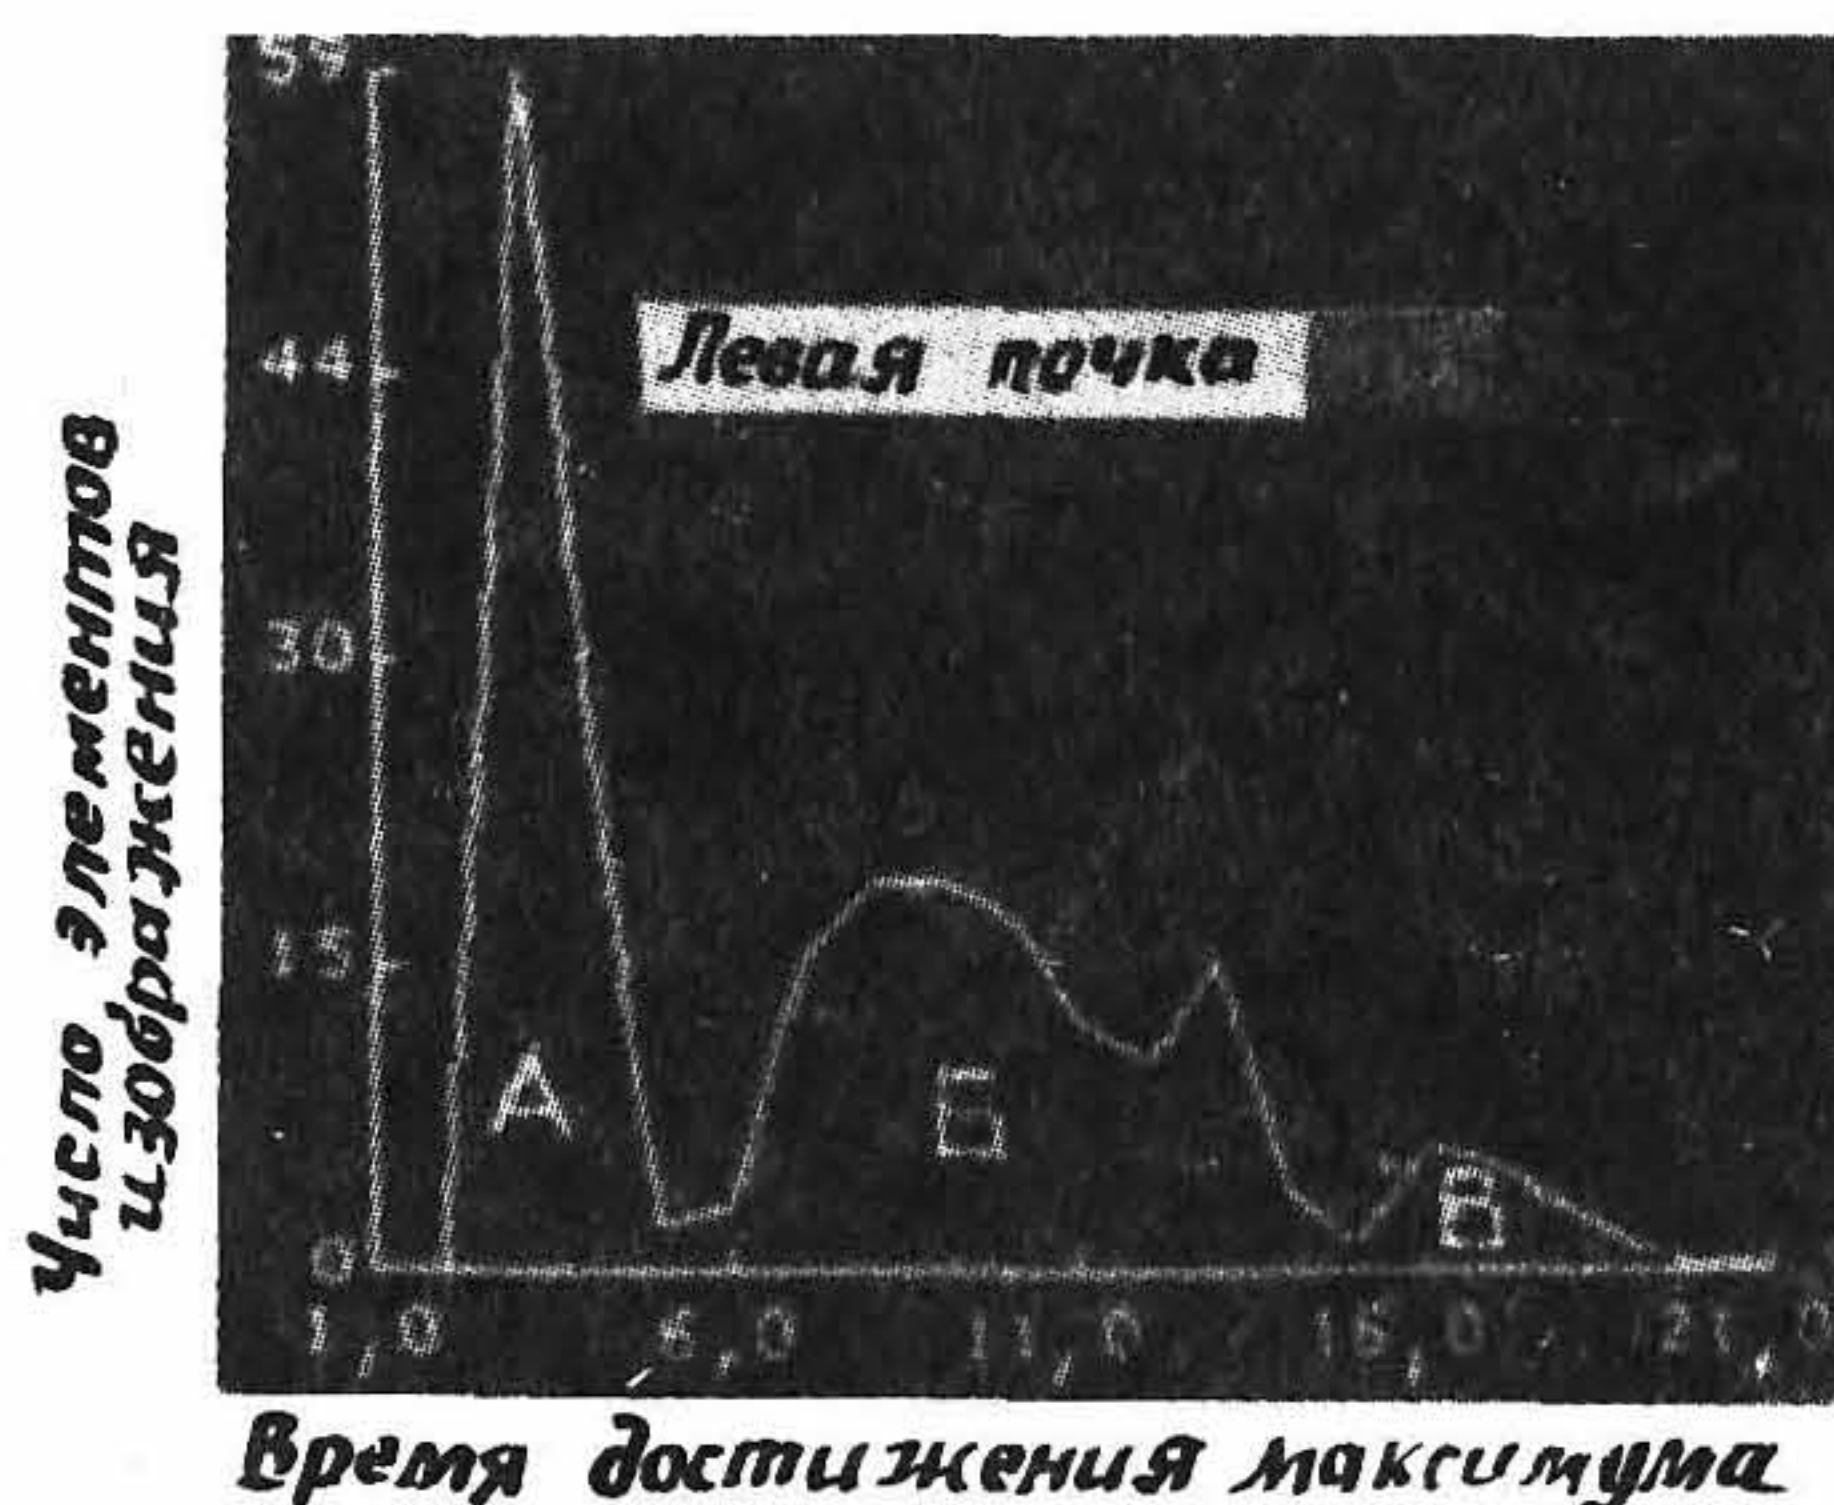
Гистограмма, построенная для значений времени достижения максимума временной активности препаратов, применявшихся с целью построения параметрического изображения на рис. 6.57. На гистограмме видны три области, связанные с перфузией (А), паренхимой (Б) и системой сбора (В).
